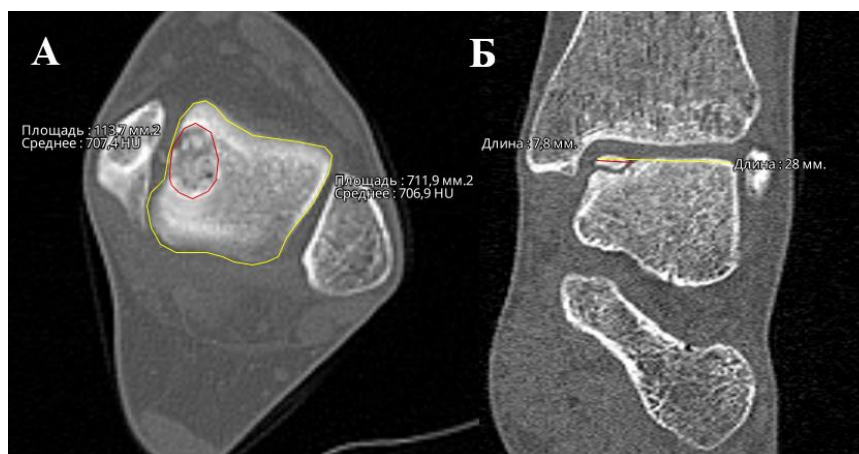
Пациентка Ш., 22 лет. Измерение относительных показателей размеров ЛОПБТК по данным КТ: А - отношение наибольшей площади ЛОПБТК к площади среза блока таранной кости на том же уровне (аксиальная плоскость); Б - отношение наибольшего диаметра ЛОПБТК к наибольшей ширине блока таранной кости (фронтальная плоскость).
